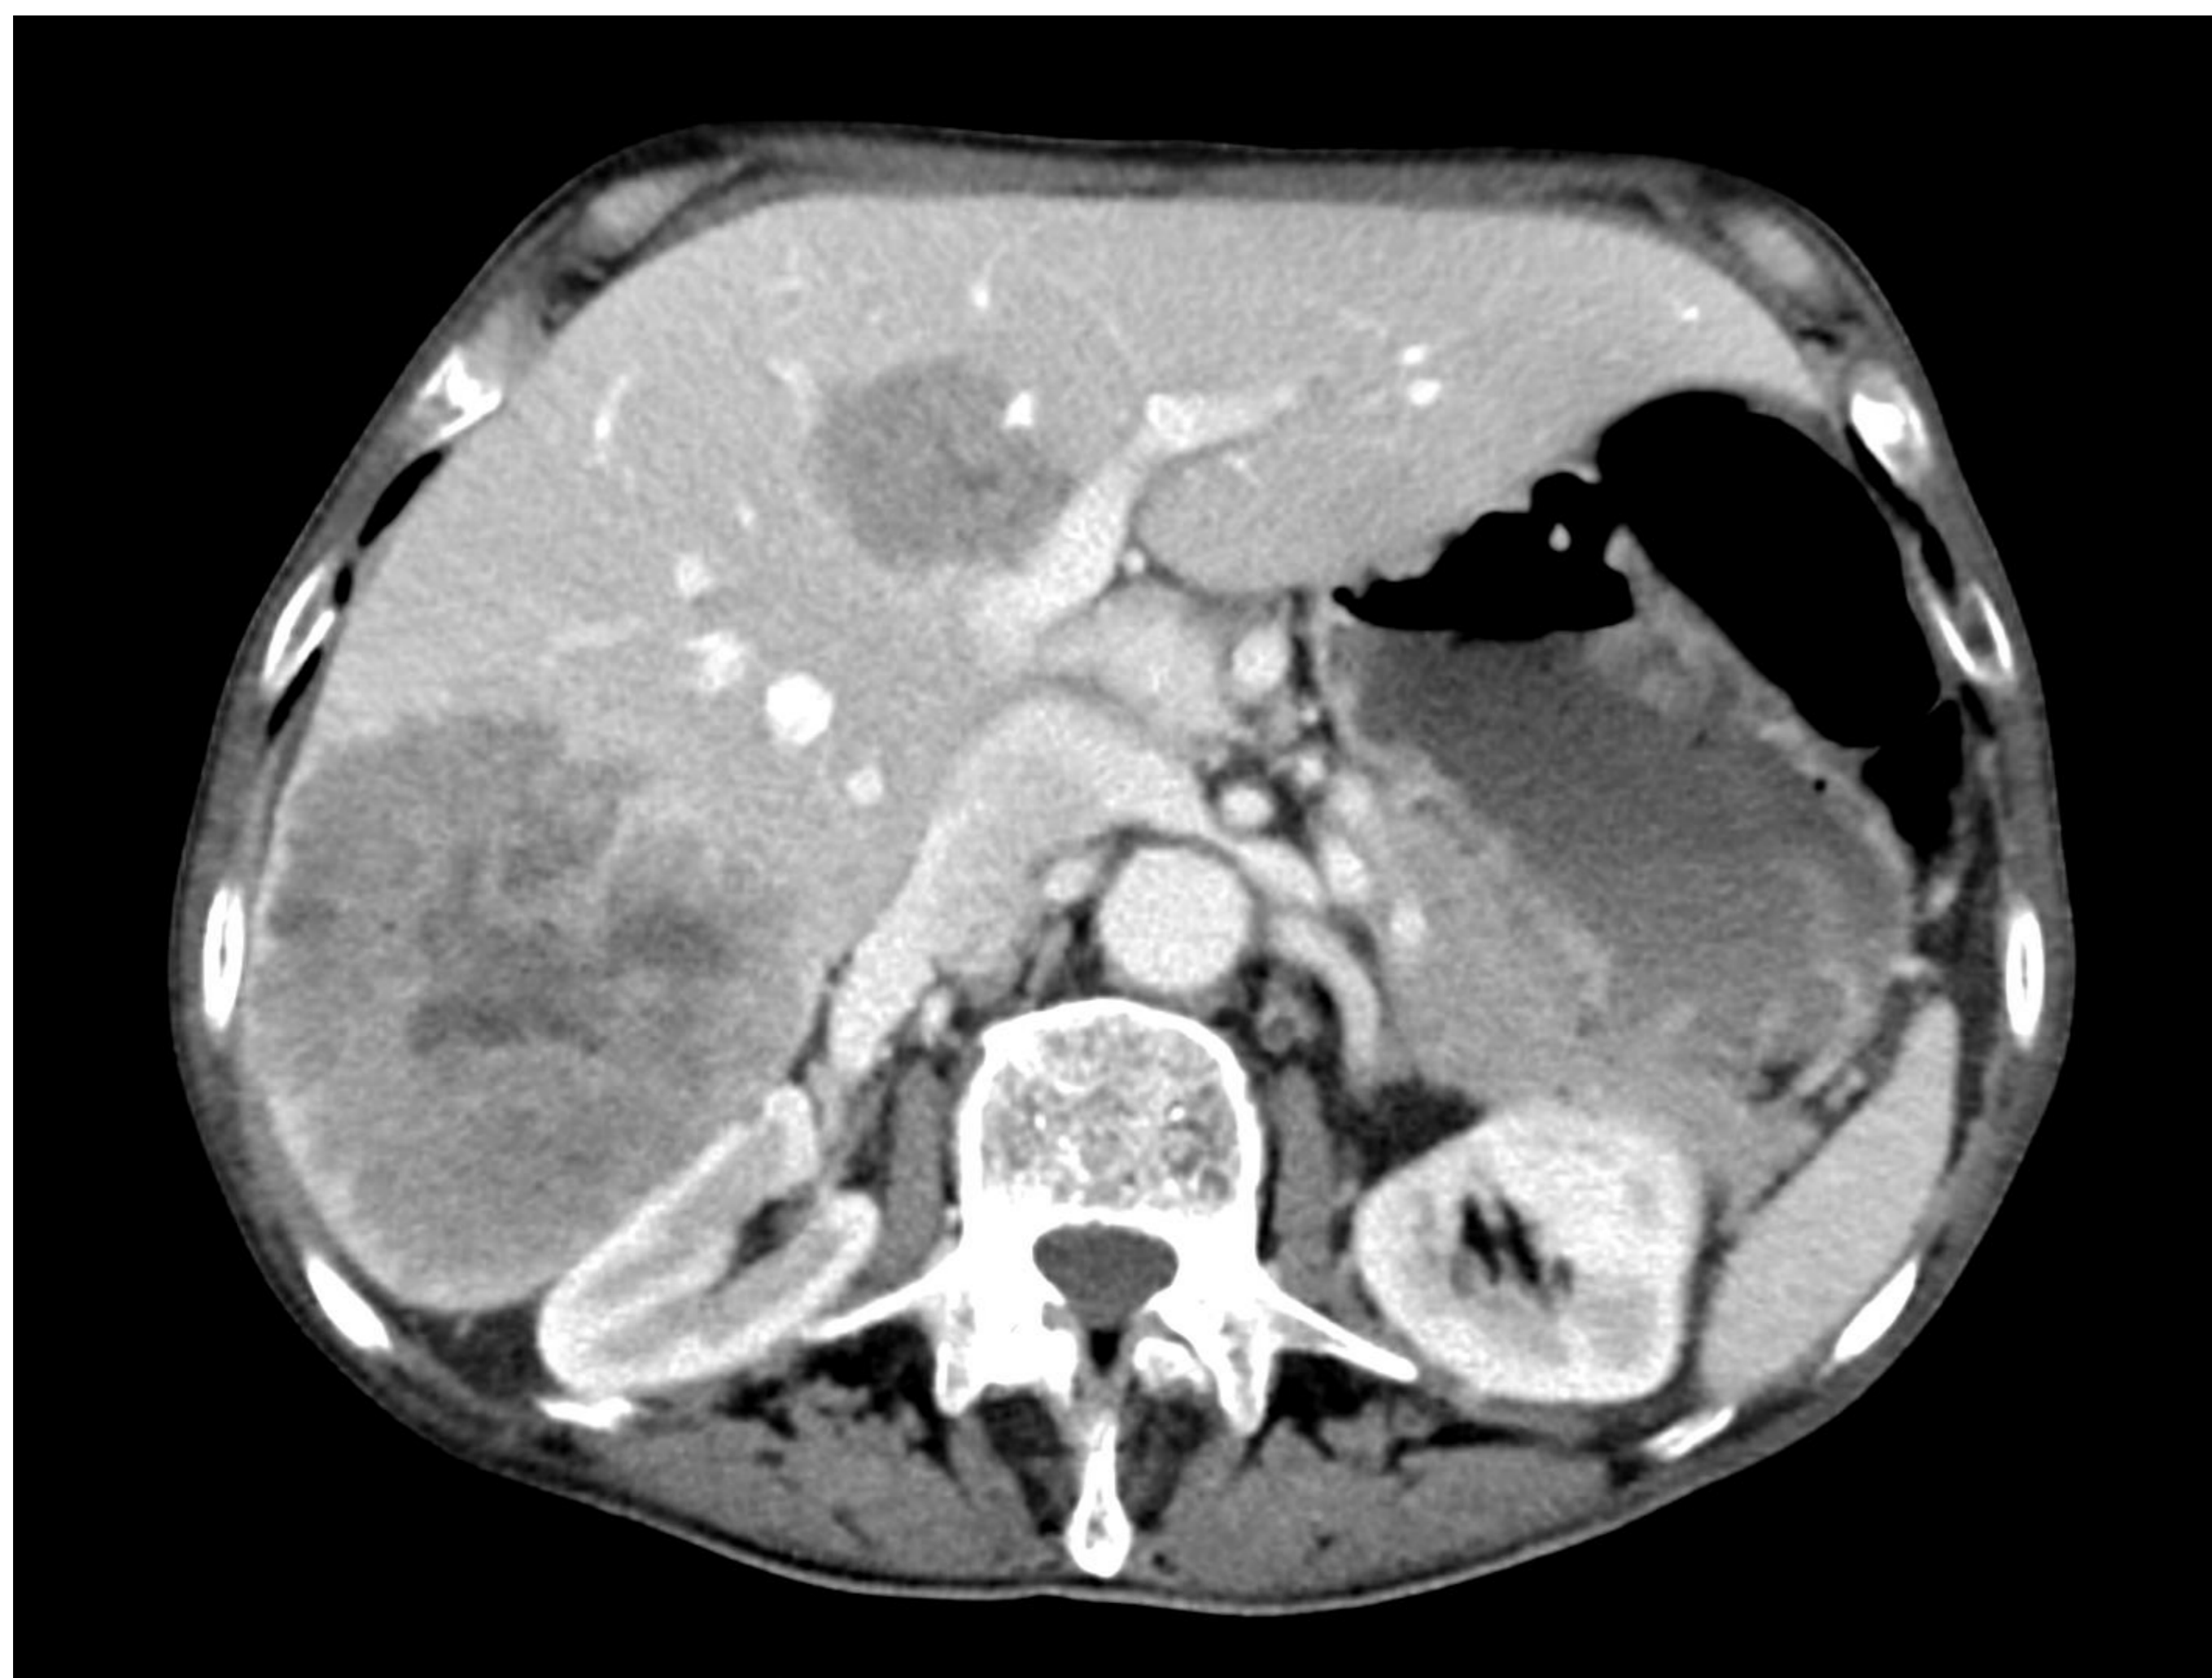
TC al diagnóstico: cortes axiales a nivel de hígado observándose múltiples lesiones hipodensas de gran tamaño compatibles con metástasis hepáticas.
